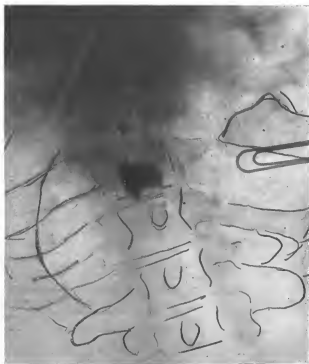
Accrochage du lipiodol en deux points superposés. Radiographie faite, le malade ayant la tête en bas.
